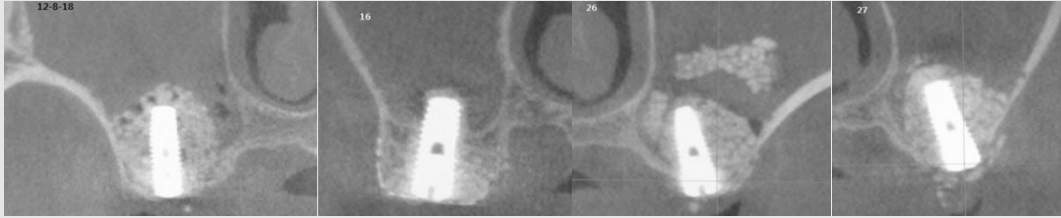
술후 CT소견으로상악 대구치부에 적절하게 시행된 골이식 소견이 보인다. 상악동 내벽까지 골이식재가 충전되지 않았으나 임플란트 주위의 양호한 골이식 소견이 보인다. 상악 좌측 제1대구치의 일부 골이식재가 이식재 본체에서 분리된소견이 관찰되나 천공소견은 보이지 않았다.
